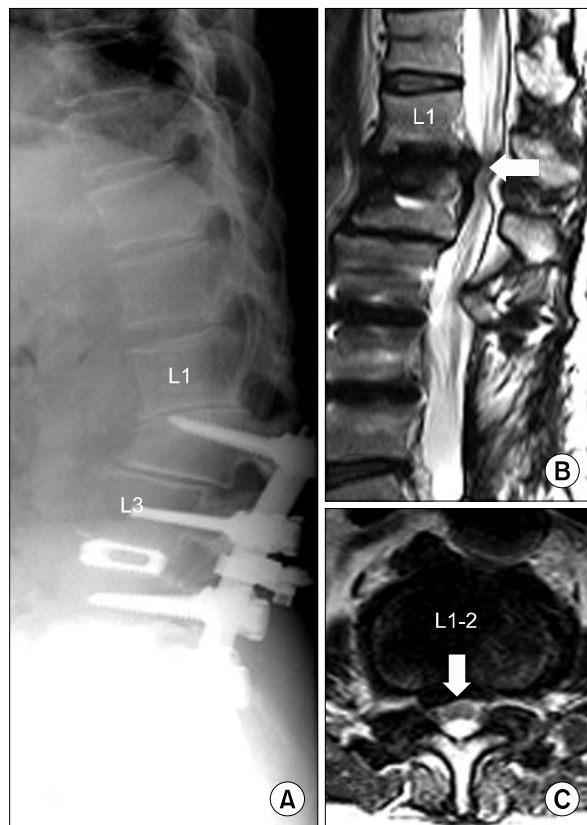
(A) Two years after surgery, the patient complained of claudication and radicular pain to both legs with junctional kyphosis at L1-2 on the radiographs. (B, C) MRI showed spinal stenosis at L1-2.
